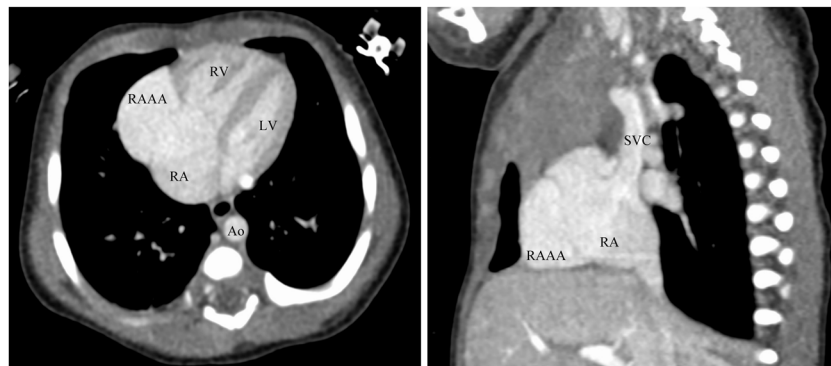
Contrast-enhanced computed tomogram
